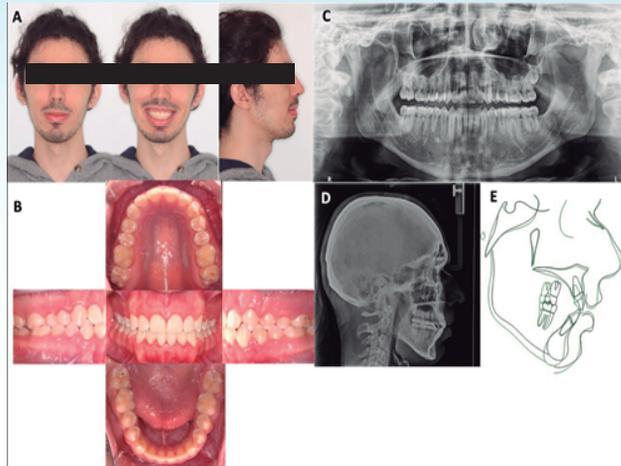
A. Fotografías extraorales finales. B. Fotografías intraorales finales. C. Radiografía panorámica final. D. Radiografía lateral final, E. Superimposición.
